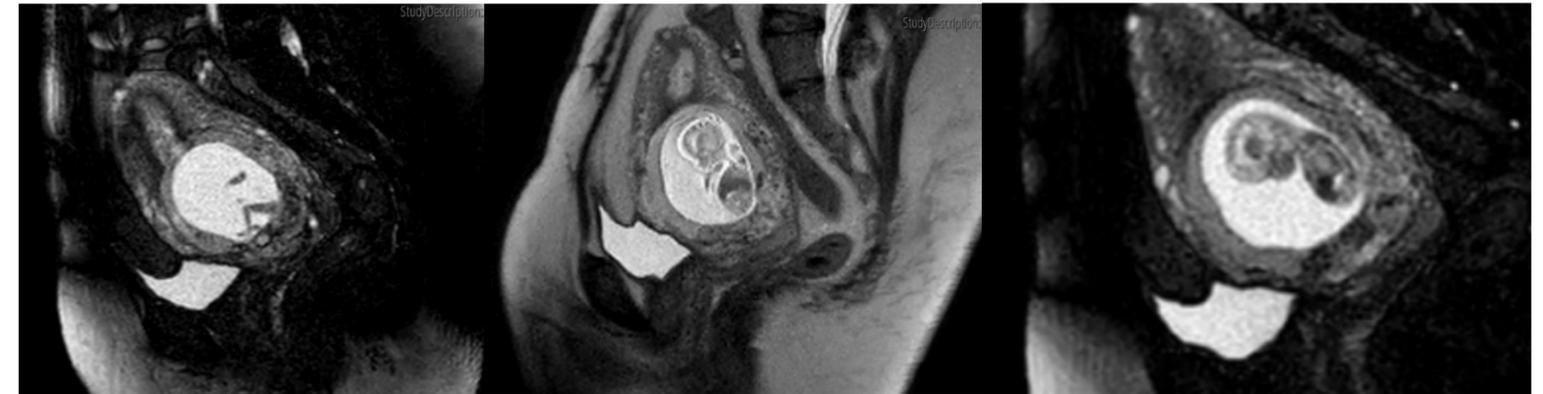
RMN Embarazo intrauterino de inserción baja a nivel de cuello-istmo con dimensiones de 8x6.8x7.9 cm. Alta sospecha de acretismo placentario por el adelgazamiento miometrial y la pérdida de la interfaz miometrio-decidual.
